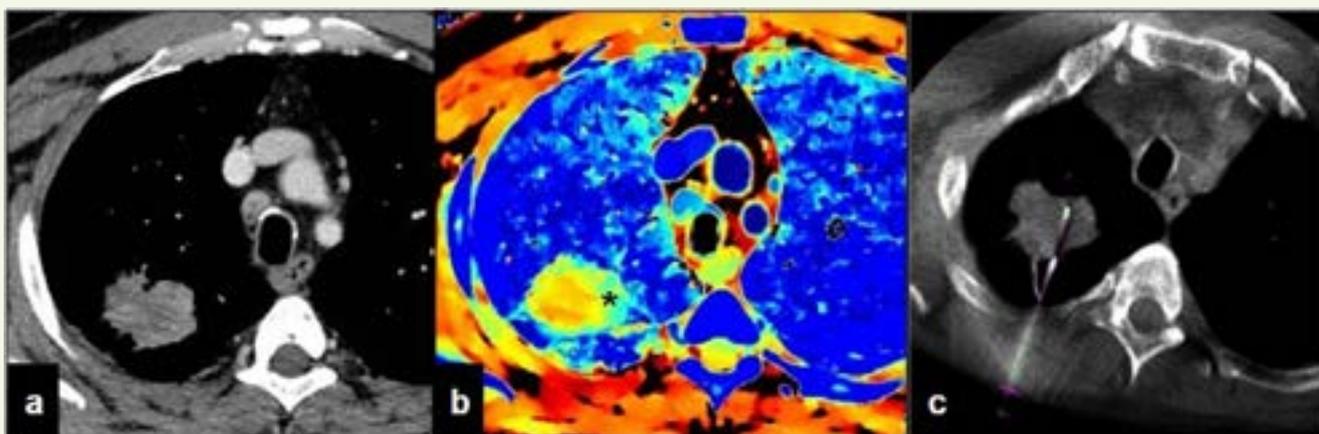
Biopsie pulmonaire percutanée. *a* Image axiale de diagnostic de routine chez un patient présentant une lésion pulmonaire solide dans le lobe supérieur droit. *b* Reconstruction efficace basée sur le numéro atomique au même niveau : la lésion est caractérisée par un numéro atomique intralésionnel inhomogène avec une zone centrale présentant un numéro atomique réduit (jaune-rouge) et une zone médiane excentrée présentant un numéro atomique plus élevé (bleu clair, astérisque). *c* La tomographie à faisceau conique (CBCT) intra-procédurale montre que l'aiguille a été placée dans la zone présentant le numéro atomique le plus élevé
